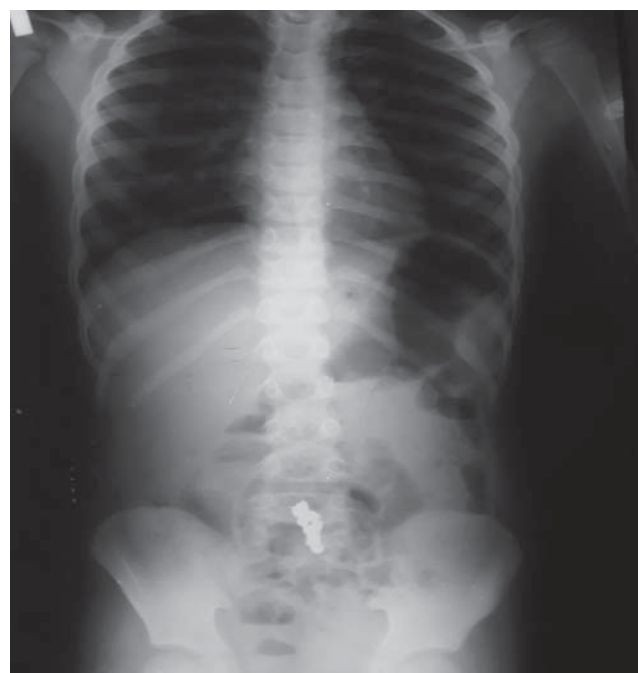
Оглядова рентгенограма органів черевної порожнини. Сторонні тіла (кульки-магніти) з'єднані між собою та розміщуються на рівні L4-L5
